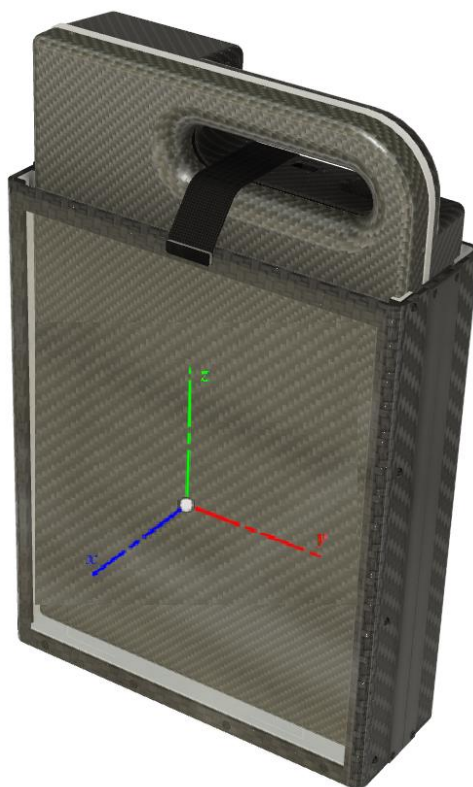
Кронштейн приймача з приймачем рентгенівського зображення та вісі декартової системи координат.
